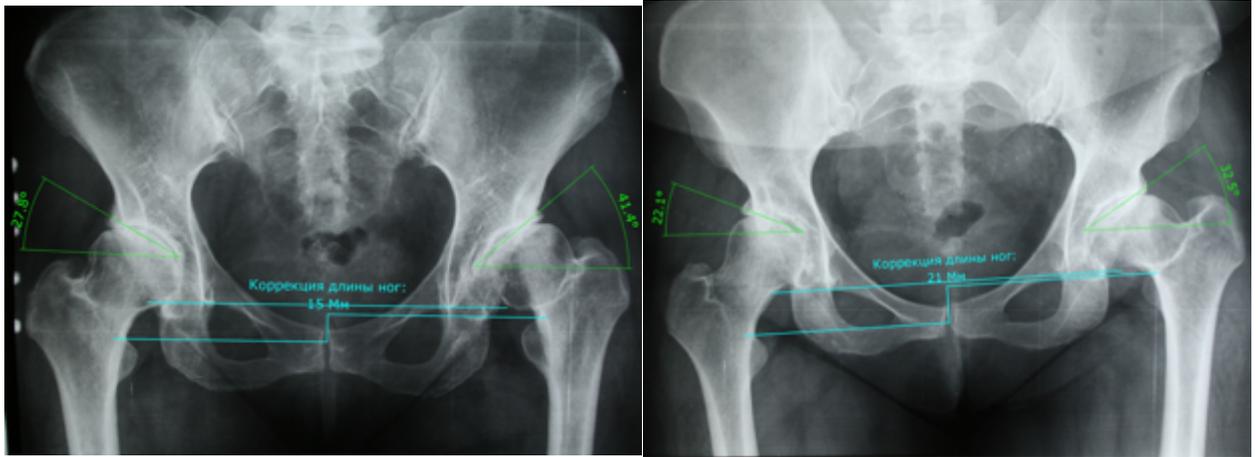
Рентгенограммы таза двух пациенток с двусторонним ДКА
